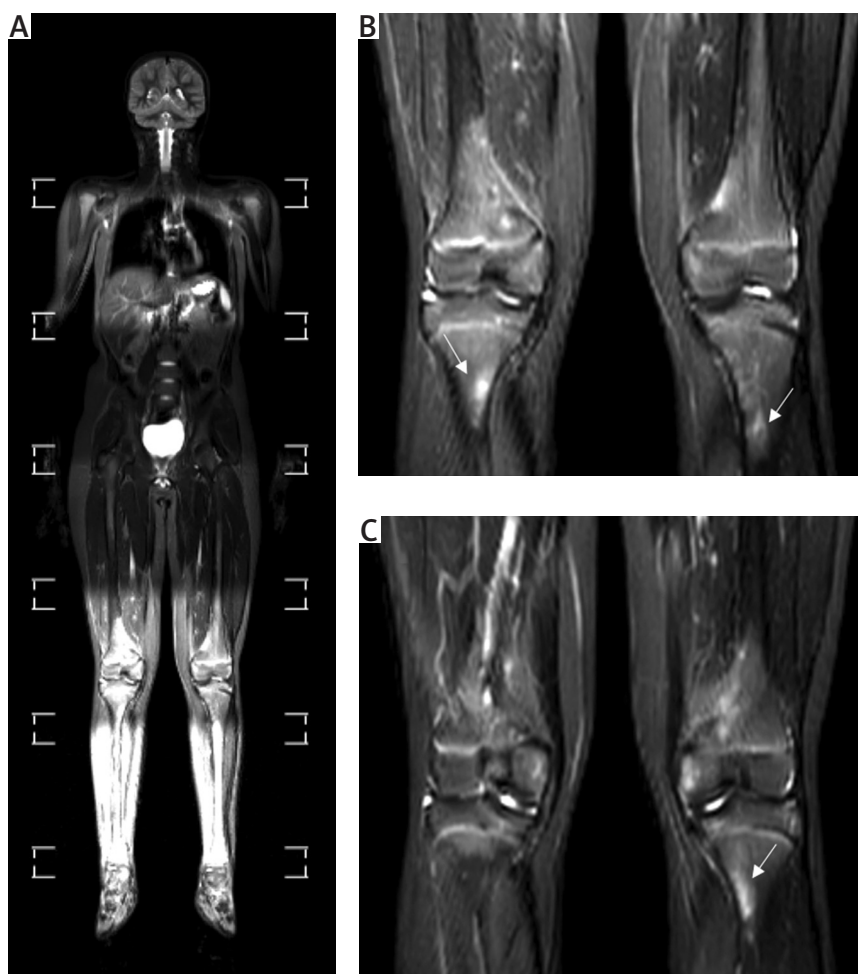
Whole body MRI, in STIR sequence, of a 12-year-old male patient with JIA and a history of joint pain. A) A whole body MRI scan. B, C) Two consecutive cross-sections of MRI of the knee joints. The signal elevation in the proximal tibial segments with greater intensity on the left side is notable.
